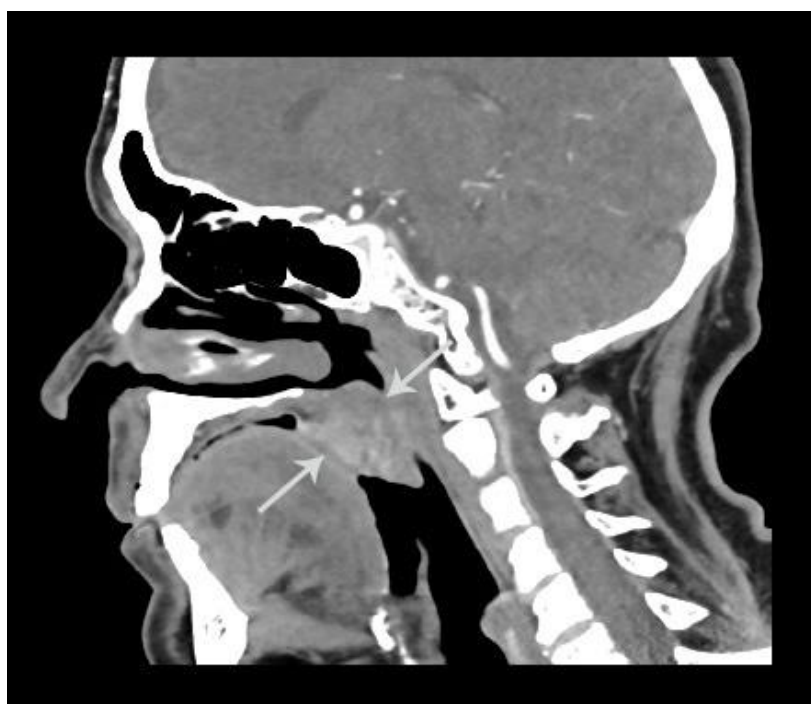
Компьютерная томограмма тканей полости рта в сагиттальной проекции, с внутривенным контрастированием. Рак мягкого неба. В проекции мягкого неба визуализируется дополнительная ткань средней плотностью +71НУ (min/max +52...+100НУ), неправильной формы, с четкими контурами, неравномерно накапливающая КП.
